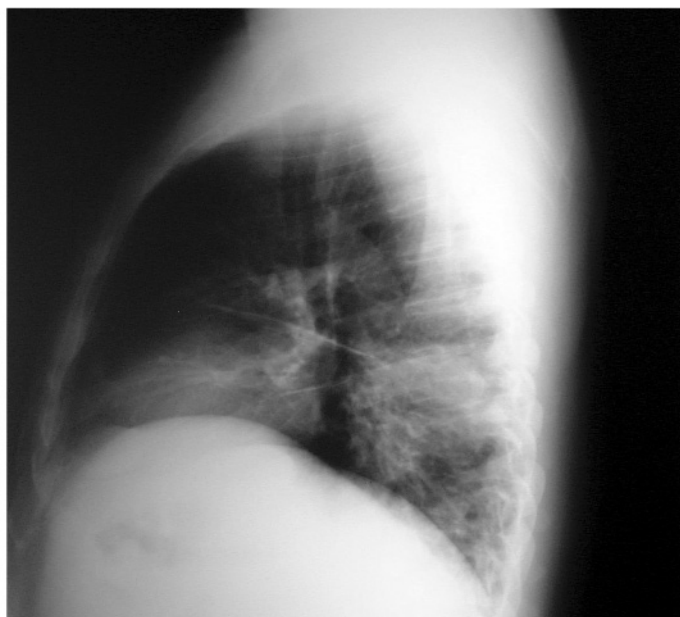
Radiografía de tórax PA que muestra condensación alveolar en lóbulo inferior derecho con pérdida de volumen e imagen de posible masa en segmento 6, correspondiente al paciente n° 1, afecto de cuerpo extraño y actinomicosis endobronquial.
